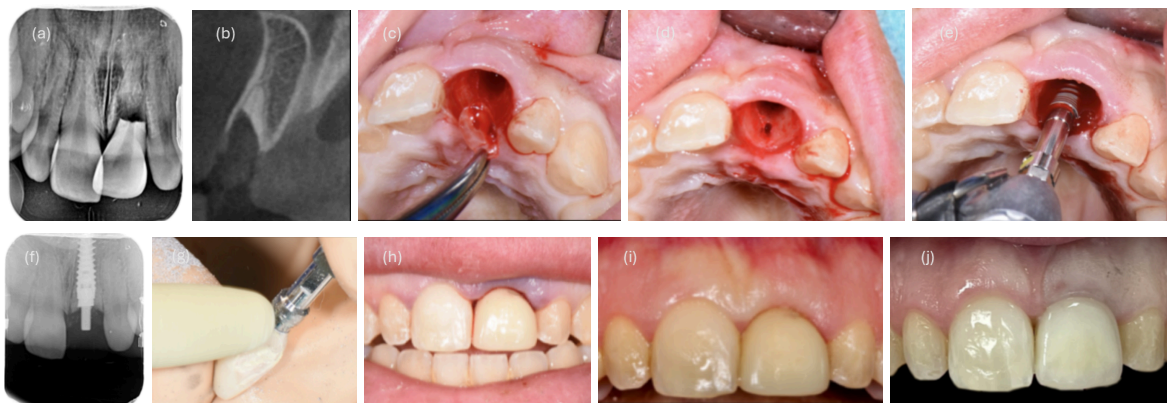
Procedimiento clínico y radiográfico del Grupo III. (a,b) Diente con pronóstico desfavorable previo a la extracción. c,d) Alveolo post extracción, injerto de tejido conectivo en vestibular. (e) Colocación del implante, donde se observa el GAP. (f) Radiografía periapical del implante colocado. (g, h) Confección y colocación de corona provisional. (i) Sitio del implante a los 4 meses de seguimiento. (h–j) Colocación de la corona definitiva. Imagen extraída de Nimwegen et al. 2018 (51).
